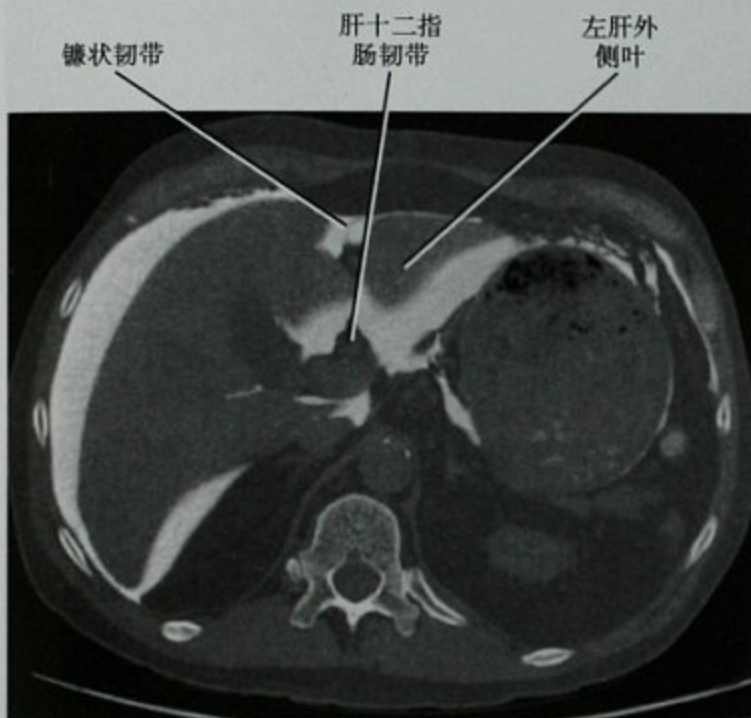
腹膜腔内注入对比剂后的横断位 CT 图像
